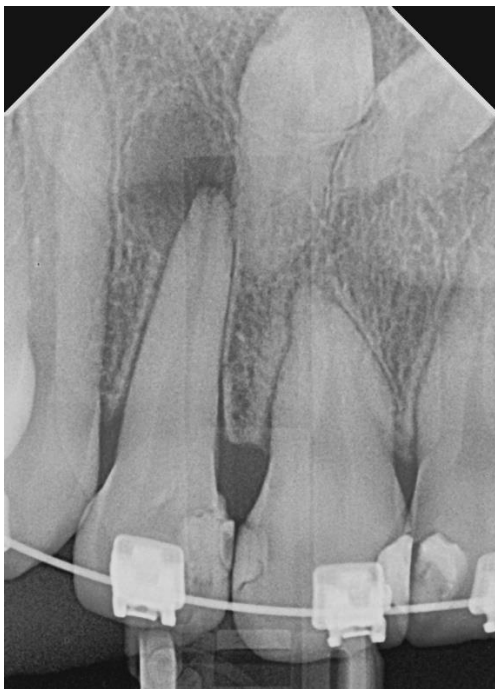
Radiografía periapical
